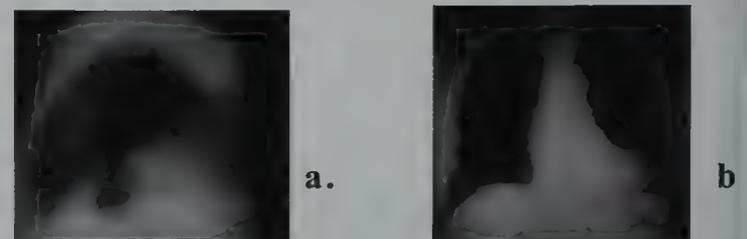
a. Radiografía de tórax vista lateral b. Radiografía de tórax vista postero-anterior
